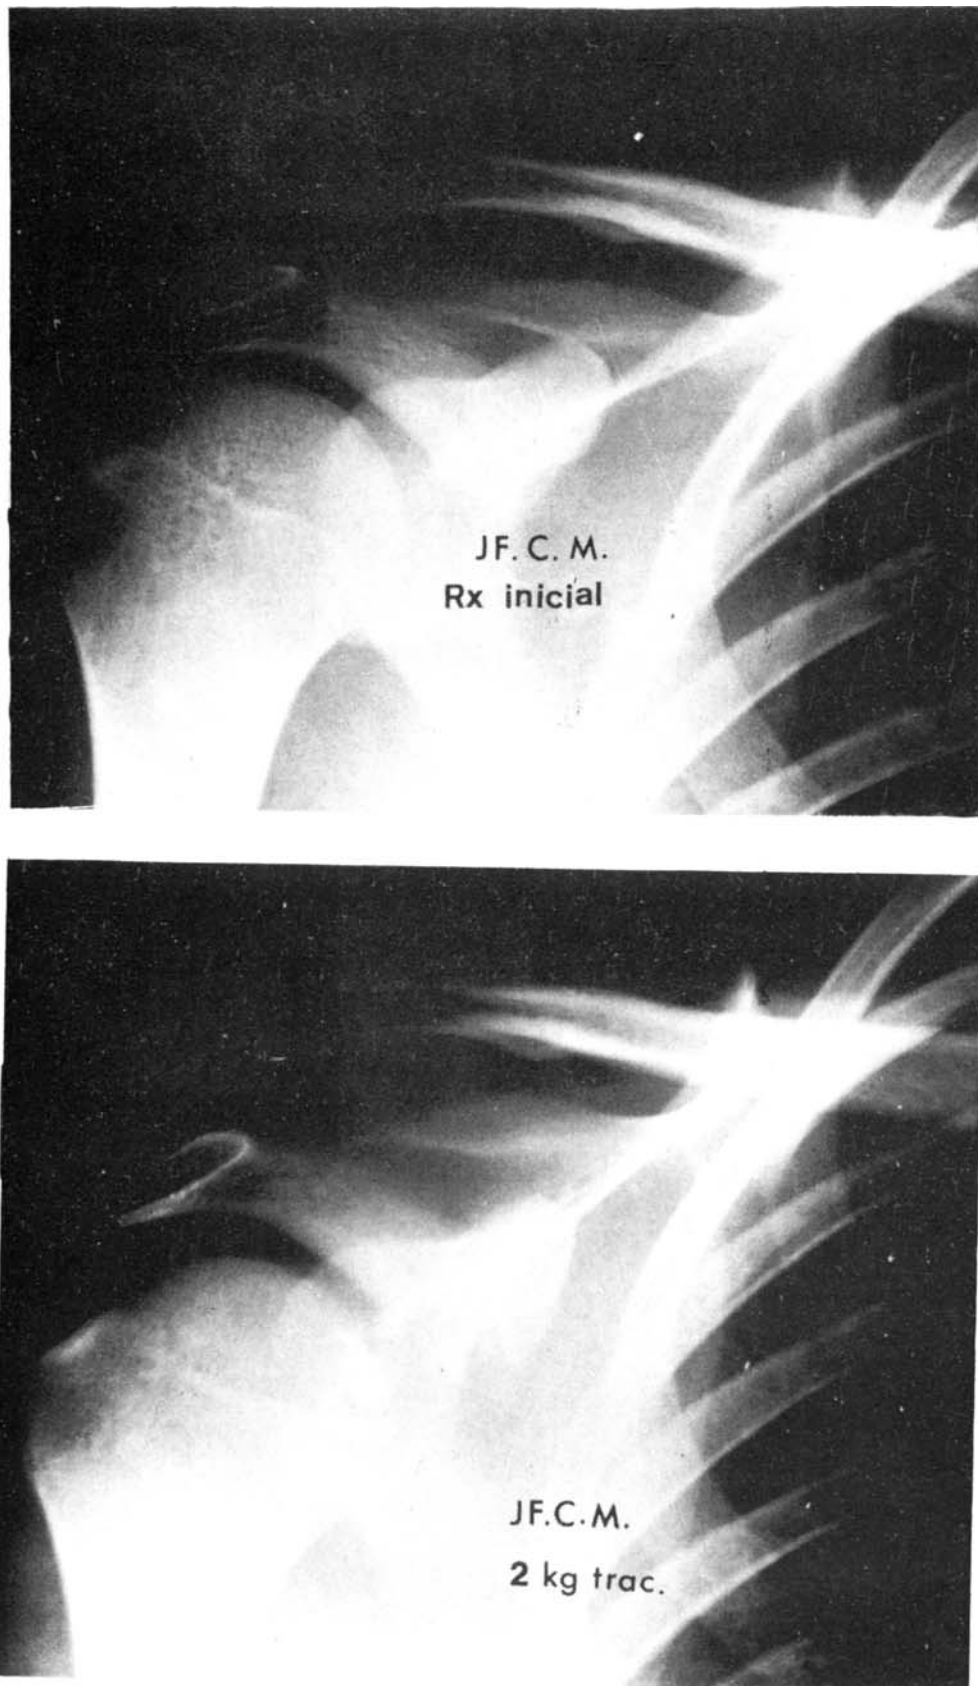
Radiografías practicadas de urgencia. Se aprecia el incremento de la distancia acromio-clavicular en la radiografía inferior, practicada con 2 Kg de tracción en el eje del miembro.
